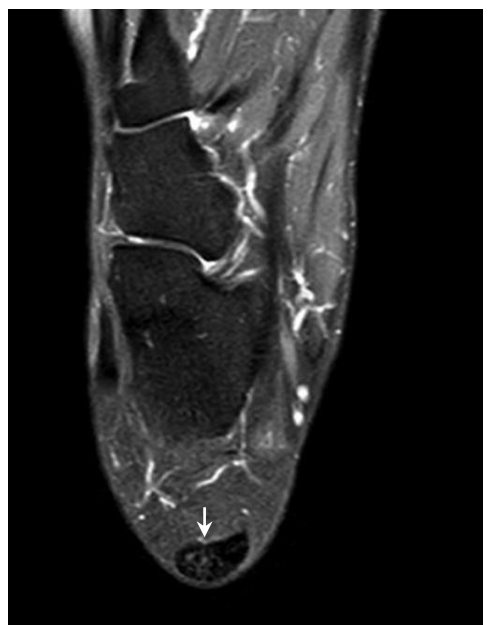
Imagen de RM corte axial en secuencia STIR. La flecha indica incremento de intensidad de señal en forma circunferencial alrededor del TA sugerente de paratendonitis.
